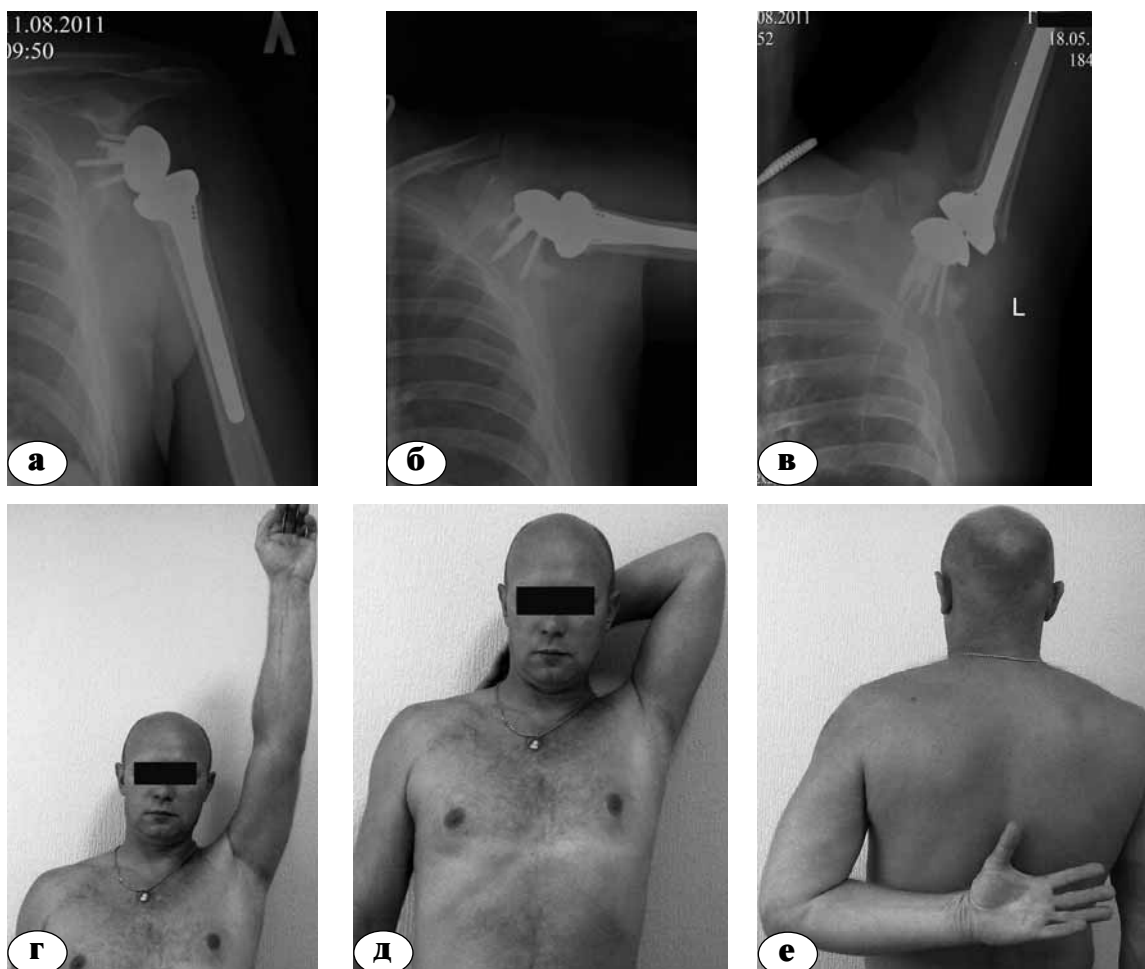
Результат эндопротезирования плечевого сустава пациента Г. реверсивной конструкцией DELTA Xtend™ через 5 месяцев: а, б, в – рентгенограммы левого плечевого сустава; г, д, е – функциональный результат
